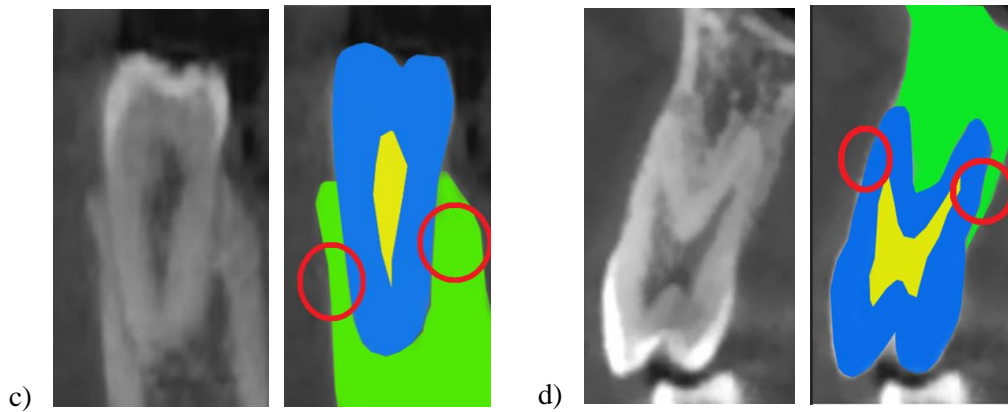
Différences d'anatomie et de support alvéolaire entre les prémolaires mandibulaires et maxillaires. : a) mandibulaires présentant une forme trapue et b) maxillaires présentant une forme élancée, des racines frêles et coupe sagittale de tomographie volumique de prémolaire c) mandibulaire avec une unique racine centrée dans l'os (en vert) comprenant une part importante d'os cortical et d) prémolaire maxillaire présentant deux racines fines dont une racine vestibulaire excentrée et un volume osseux circonférentiel faible en palatin (en vert) et une corticale osseuse très fine.
